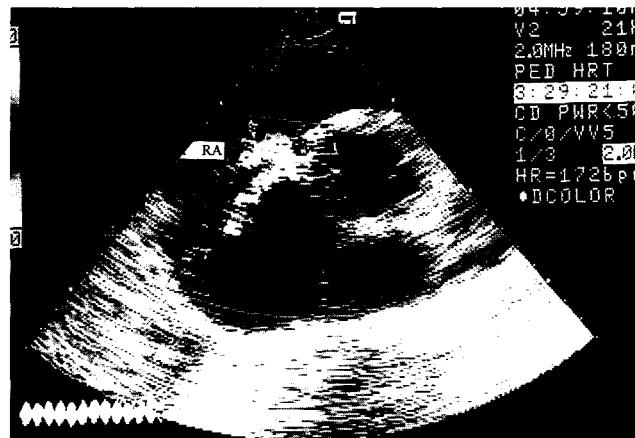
Echocardiography showing aortic paraannular abscess and tricuspid regurgitation.
